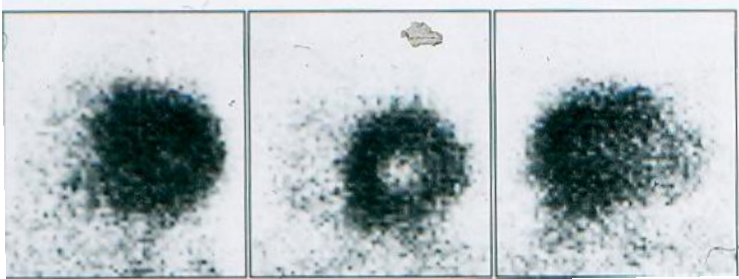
Slikovni prikaz segmentalne podjele miokarda uz planarne scintigrame
